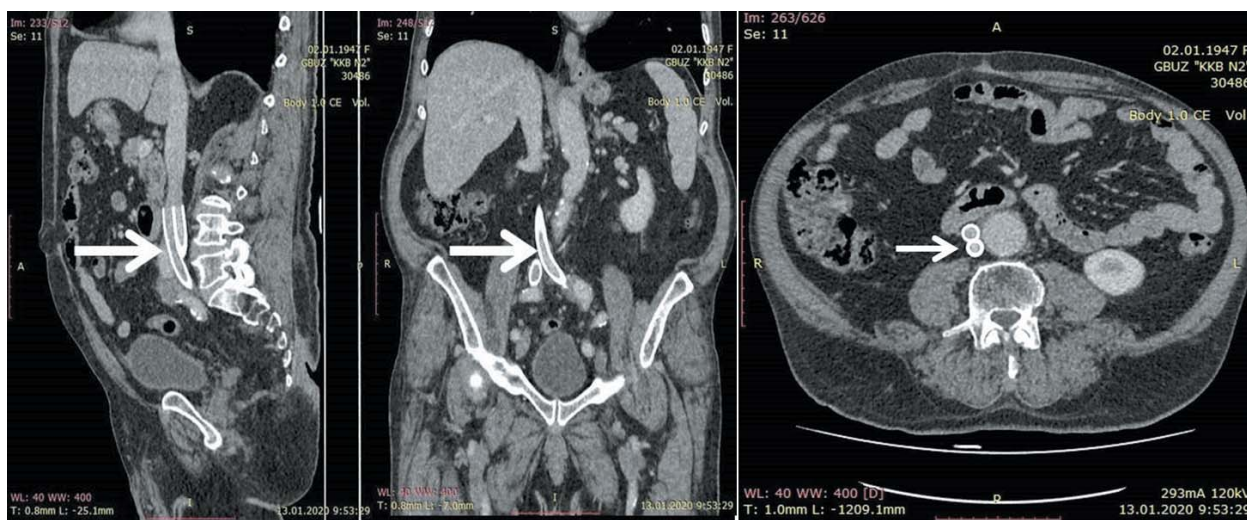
КТ-ангиограмма через 4 месяца. Стенты в нижней полой вене и общих подвздошных венах проходимы (указаны стрелками).
